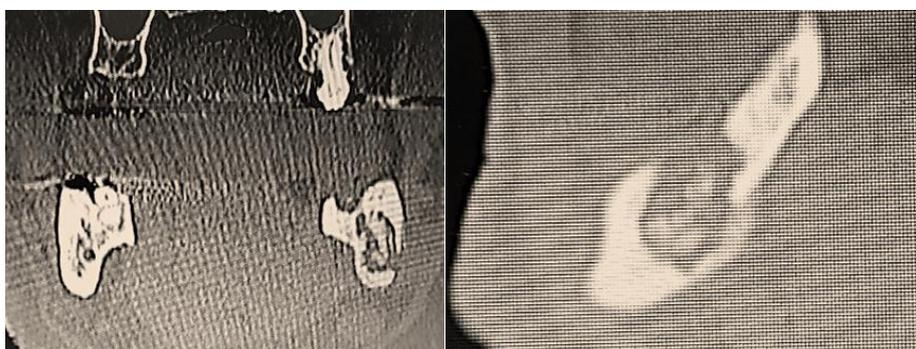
TAC – Corte Frontal (Izquierda) – Sagital (Derecha). Se observan zonas osteolíticas con imágenes RO en su interior compatibles con un Secuestro Óseo.
